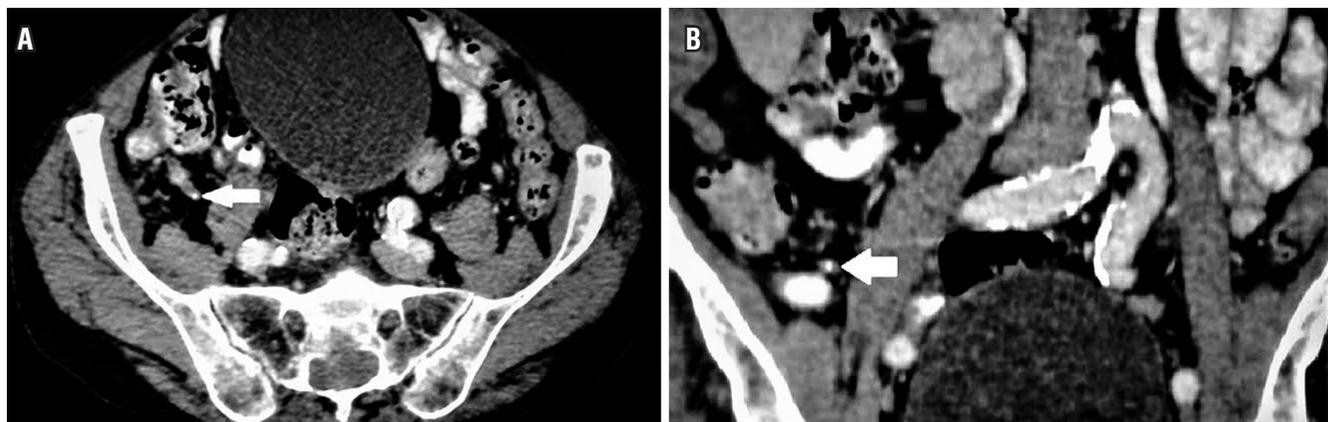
Tomografía computarizada que muestra un fecalito en la luz del apéndice (flecha blanca). A. Corte transversal. B. Corte coronal.
